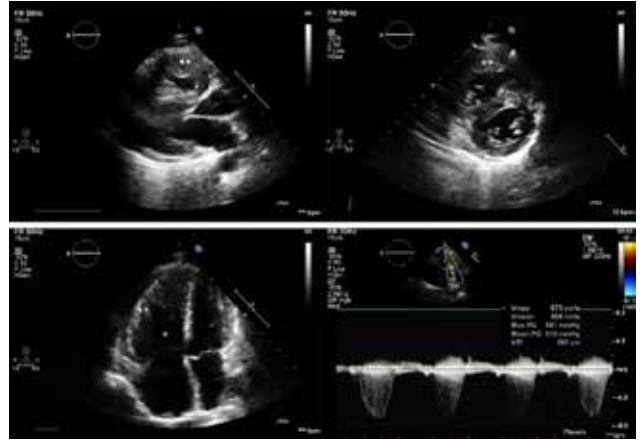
Two-dimensional echocardiography images of the case.  indicates right ventricular hypertrophy and * indicates enlarged right ventricle. CW doppler also shows massive pressure gradient at the right ventricle outflow tract.
